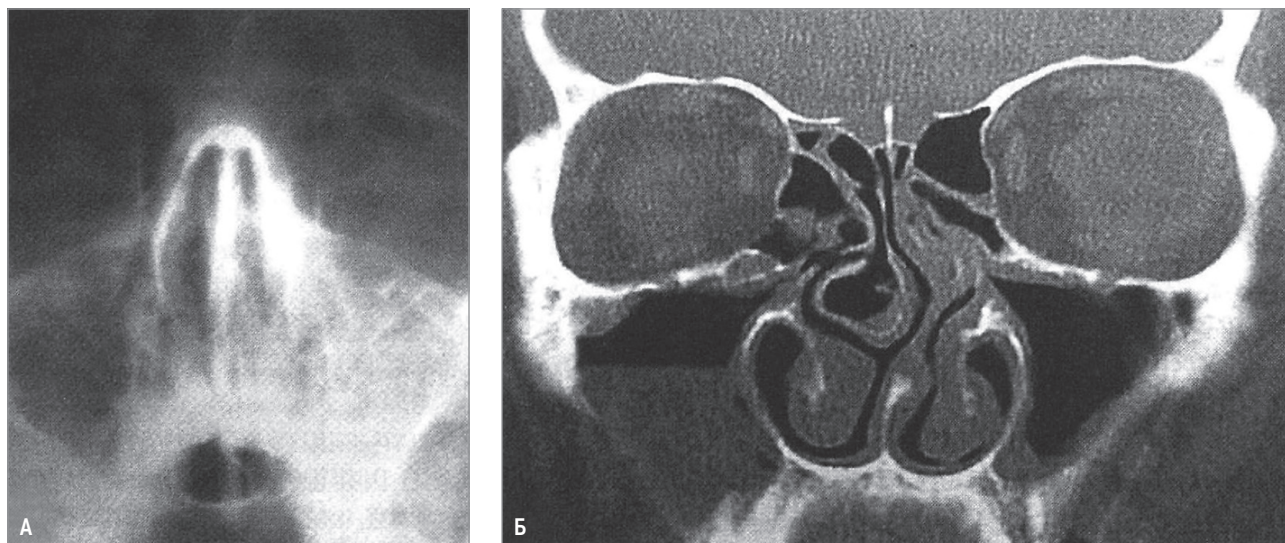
Методы диагностики заболеваний околоносовых пазух: А – рентгенография пазух носа, гомогенное затемнение левой верхнечелюстной пазухи; Б – компьютерная томография пазух носа, уровень жидкости в правой верхнечелюстной пазухе, искривление перегородки носа, буллезное увеличение средней носовой раковины (*concha bullosa*)
